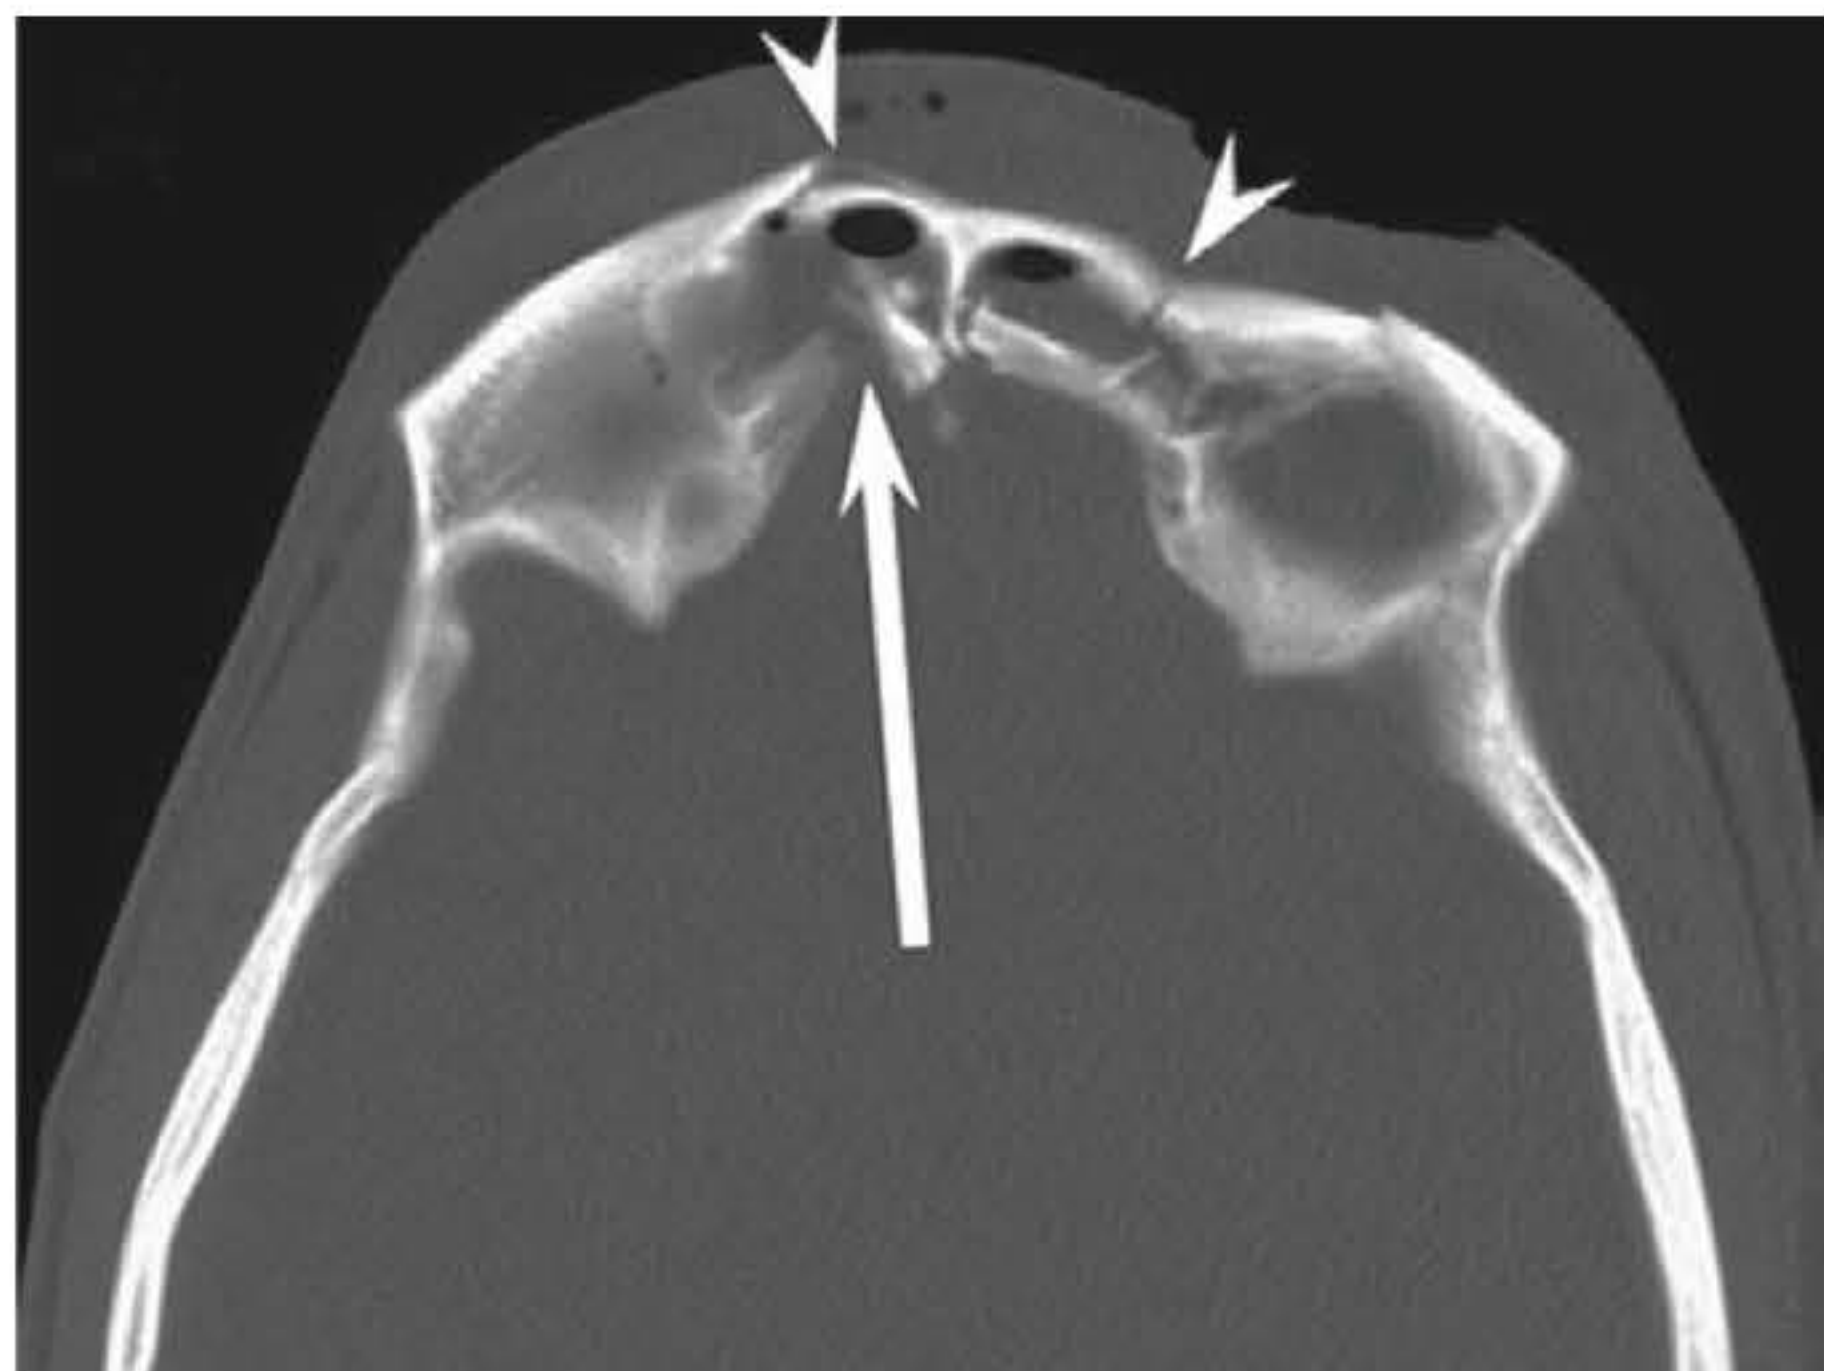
► TC axial de paredes frontais anterior com desvio posterior e deslocadas.
